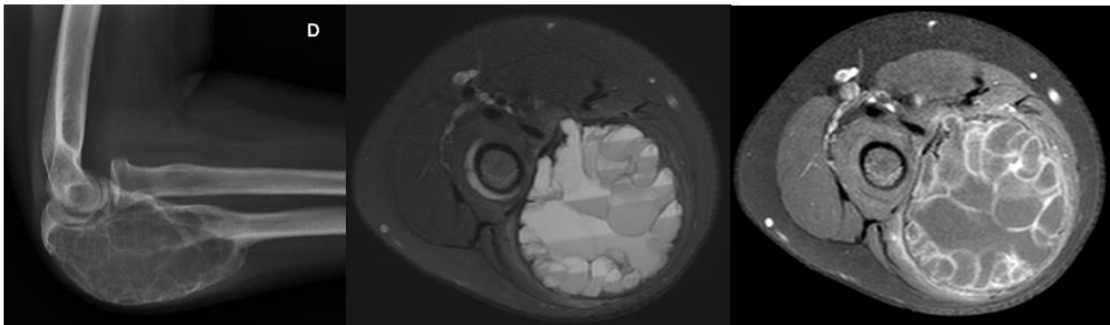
Cisto ósseo aneurismático: Fem, 12 anos, ulna proximal, classificação IB (radiografia e ressonância), totalmente preenchido de nível líquido, ausência de conteúdo sólido, sem características de agressividade, ausência de fratura. Pontuação 2.
